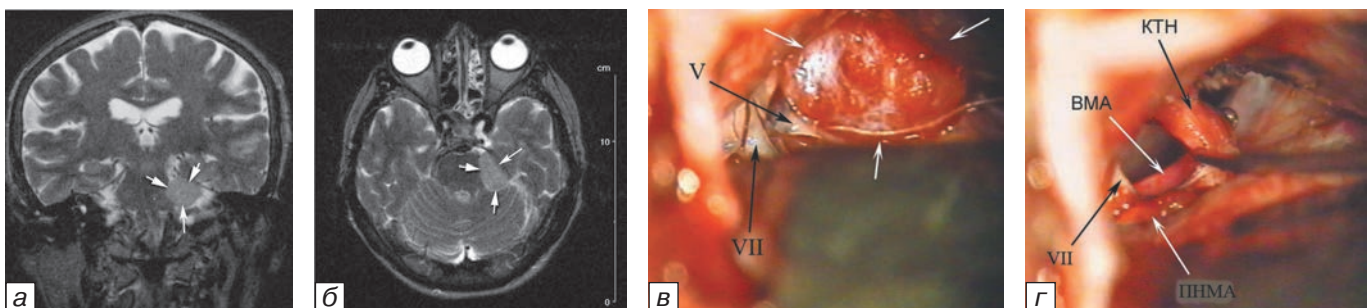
МР-томограммы больной Н., 38 лет. Петрокливалная менингиома, растущая в области вершины правой пирамиды височной кости: а — аксиальная проекция; б — фронтальная; интраоперационные фотографии этапов операции: в — в центре операционной раны — менингиома; г — после удаления опухоли виден васкулоневральный конфликт. ПНМА — передняя нижняя мозжечковая артерия.
